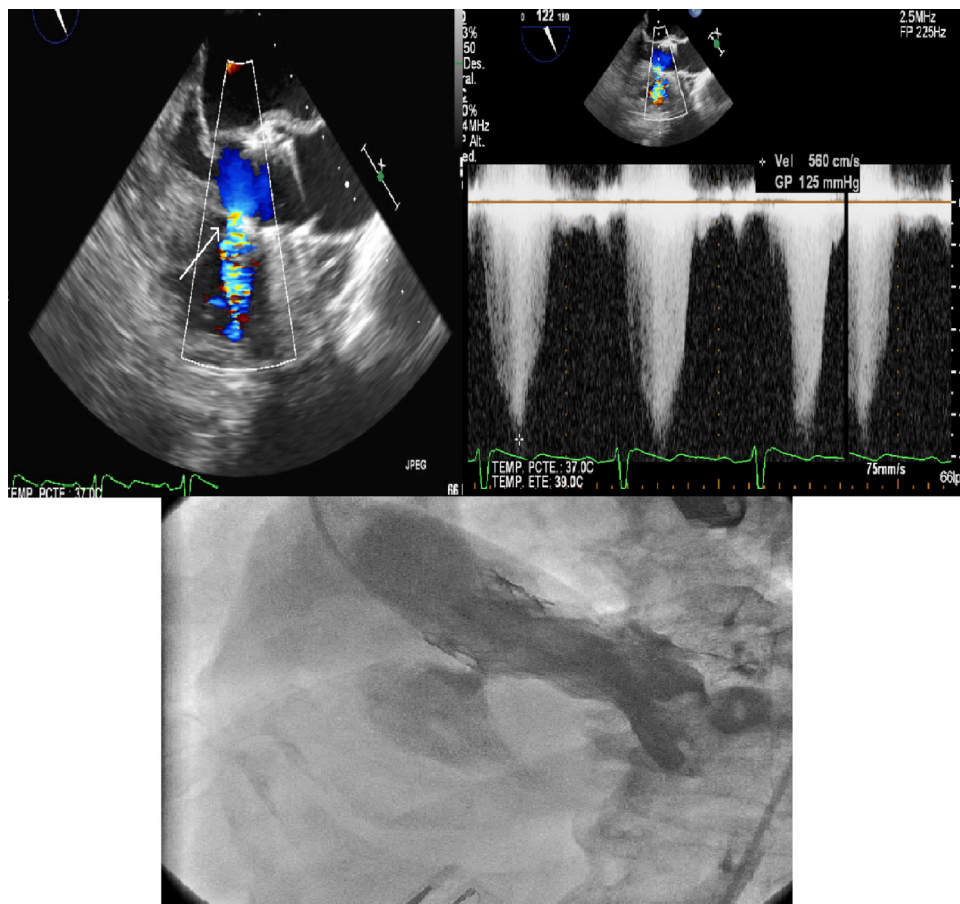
Comunicación interventricular vista por angiografía y ecocardiografía transtorácica. Gradiente elevado: 125 mmHg.
